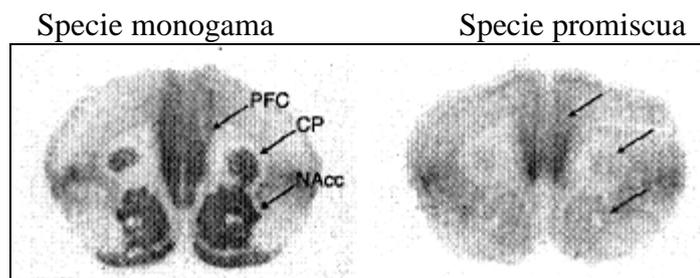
Autoradiografia cervello di *Microtus monogama* in confronto a cervello di *Microtus promiscua*. E' visibile la minore densità dei recettori nel secondo caso.
